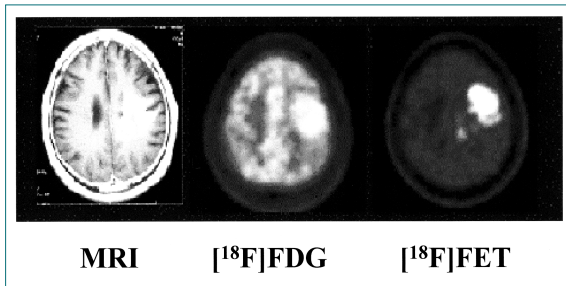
뇌종양 환자의 뇌 MRI와 FDG - PET, FET - PET 영상. MRI에서 관찰된 좌측 뇌 병소에 포도당(fluorodeoxyglucose: FDG) 대사 및 아미노산(fluoroethyltyrosine: FET) 대사가 항진되어 있다. 정상 회백질에 포도당 대사는 전반적으로 증가되어 있으나 아미노산 대사는 증가되지 않아 아미노산 대사영상에서 종양만 관찰된다.
